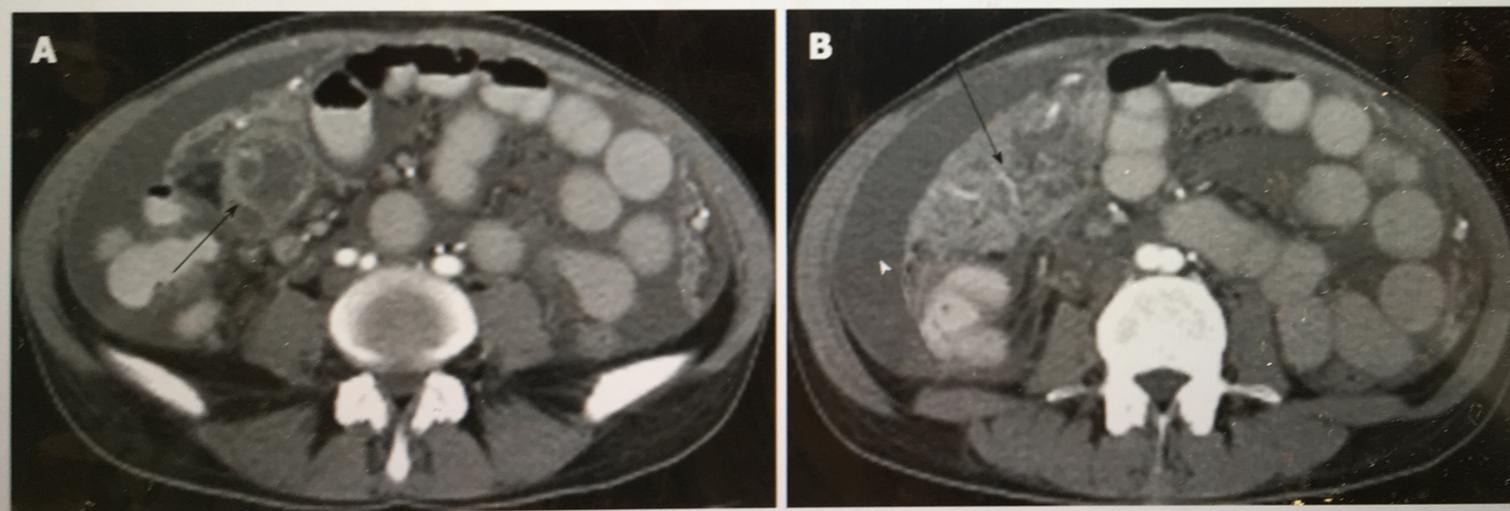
Tuberculous abscess located beside the jejunum. A: Axial CT image showed a multiseptated, peripherally enhancing, hypodense mass beside the jejunum (arrow), measuring approximately 3.2 cm × 4.0 cm × 5.1 cm; B: Axial CT image showed a caked appearance of the omentum (arrow). Irregular thickened peritoneum with homogeneous enhancement and ascites were also seen (arrow head). CT: Computed tomography.
